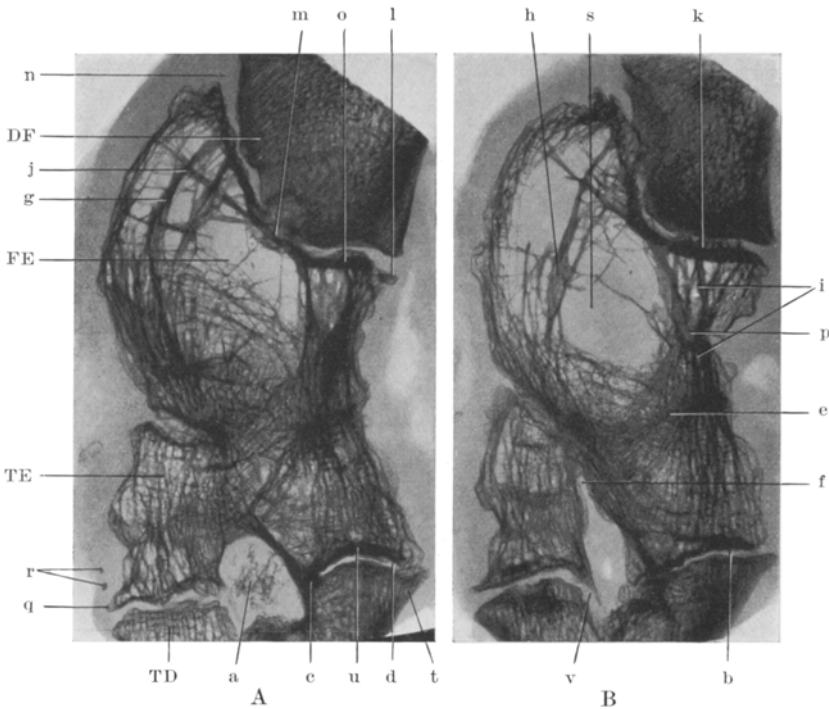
Röntgenbild, zwei benachbarte Sagittalscheiben. In beiden Tibia- und Femur-epiphysen knöchern ankylotisch e; ferner knöcherne Verbindung der Tibiaepi- und Diaphyse c; a Sequester in der Fistel, diese bei f gegen die Gelenkhöhle sich fortsetzend. Natürliche Größe.
